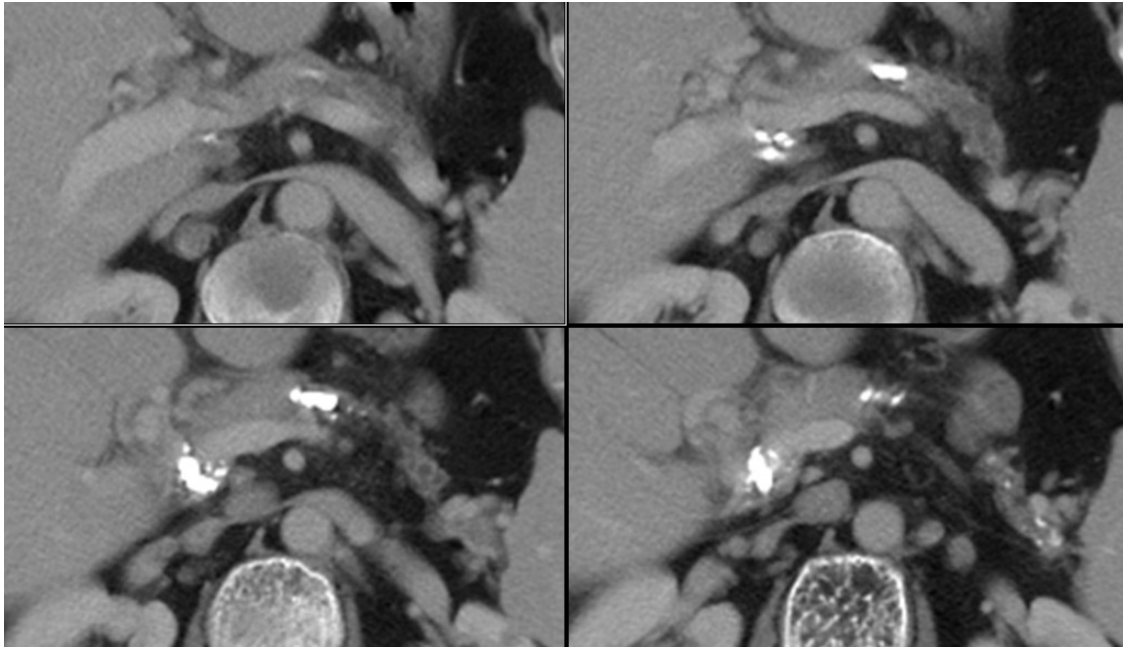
TDM abdominale au Temps portale, coupe axiale (a) et coupe portale (b) objectivant la présence d'un épaissement de la paroi interne du duodénum (grande flèche) associé à une infiltration hypodense inter duodéno pancréatique.
